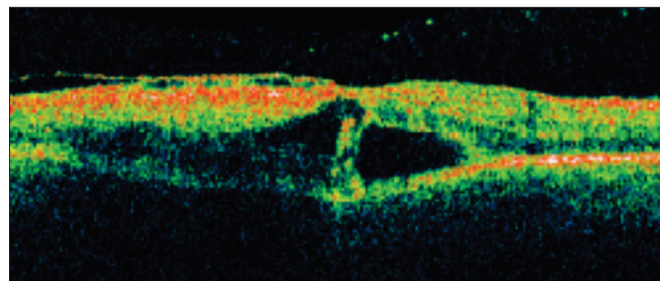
Tomografia de coerência óptica (OCT): hialóide posterior esticada/espessada em um paciente com retinopatia diabética.
